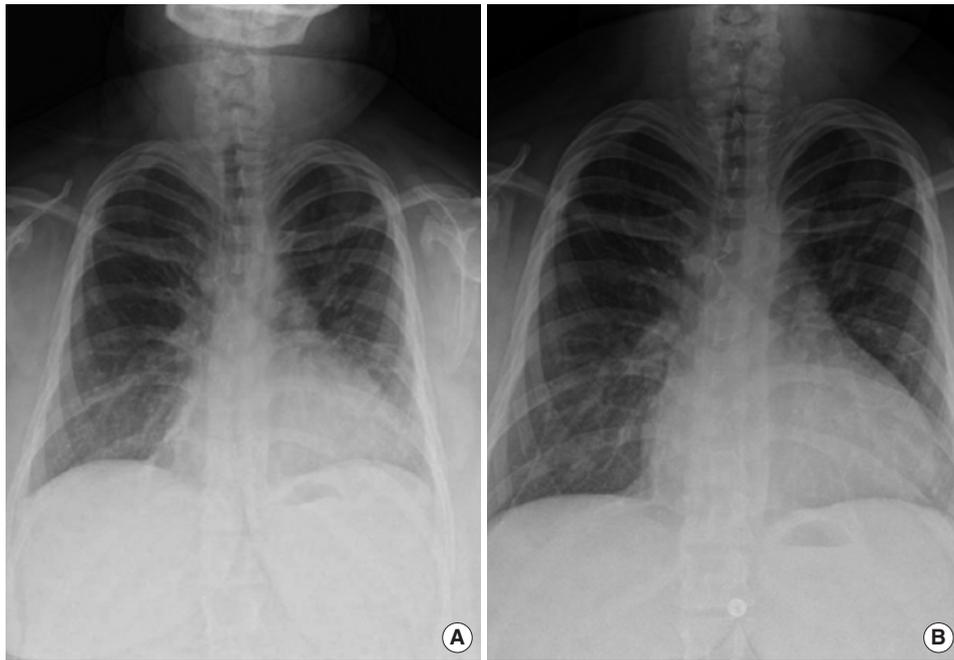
(A) Chest radiograph demonstrating bilateral pulmonary edema and cardiomegaly. (B) One month later, chest radiograph demonstrating bilateral pulmonary edema is improved.
